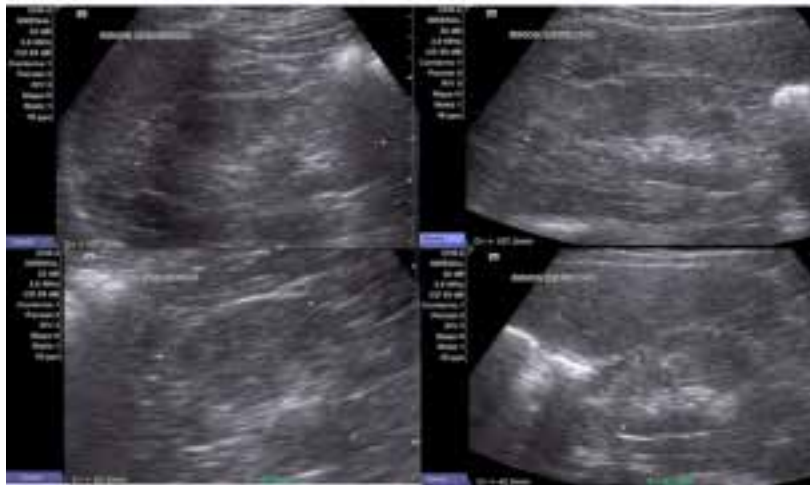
Identificación de las medidas ultrasonográficas de cada uno de los riñones. La longitud renal máxima de ambos riñones es de 10.7 cm.
